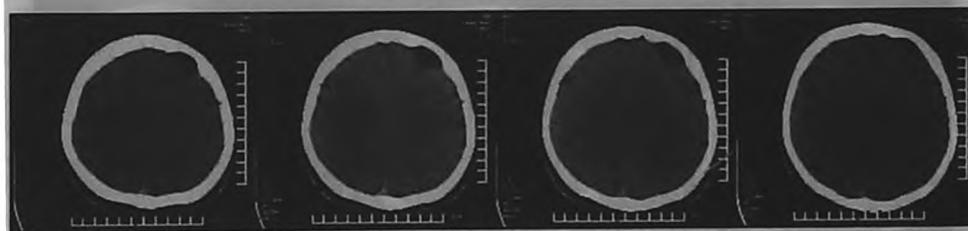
Посттравматические очаговые КТ и МРТ изменения легкой степени. (КТ грамма). Посттравматическая арахноидальная киста в левой лобной области головного мозга.
